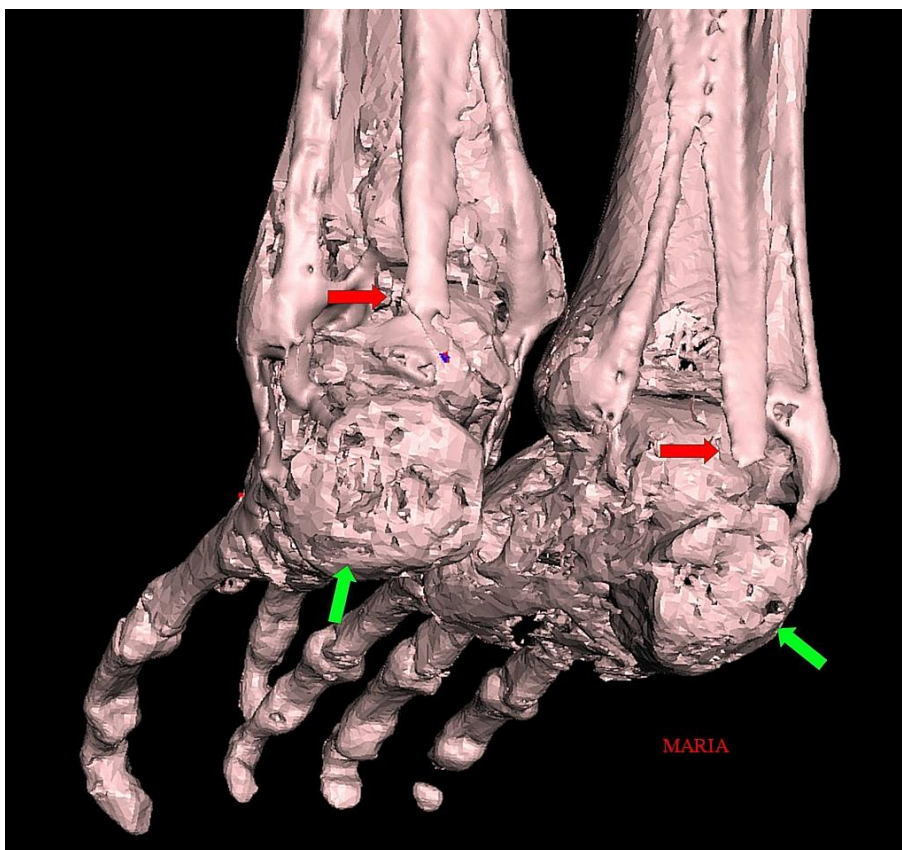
Reconstrucción 3D por tomografía computarizada (TC) que muestra ambos talones de 'Maria'. Obsérvese la apariencia truncada en las partes posteriores de los calcáneos bilaterales (flechas verdes) y las porciones distales recortadas de los tendones de Aquiles bilaterales (flechas rojas).
